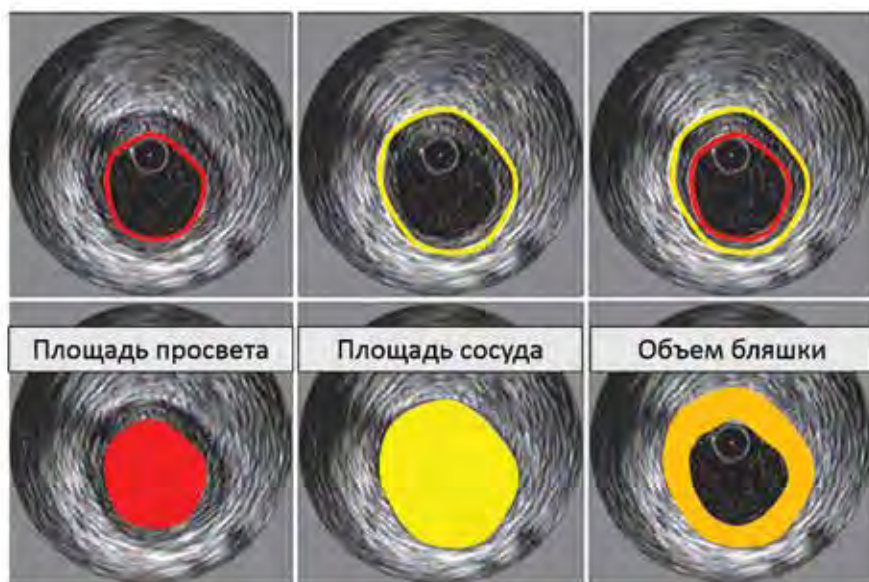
Анализ изображения ВСУЗИ
